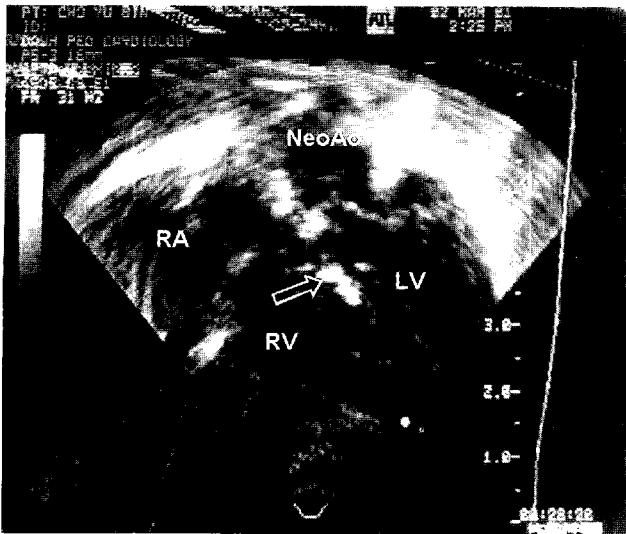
Postoperative cardiac echocardiography
